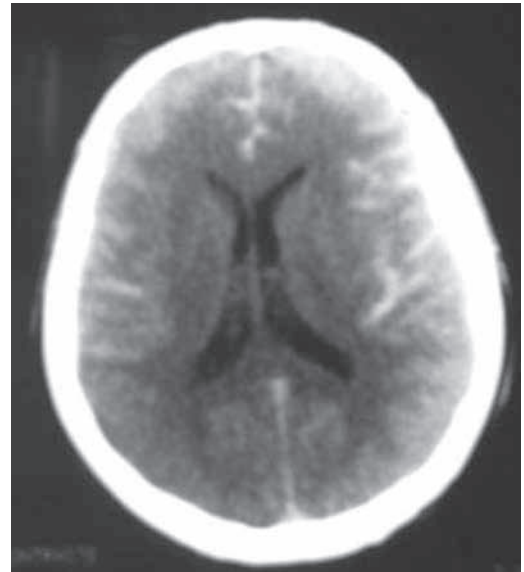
TC en TEC: Hemorragia subaracnoidea traumática
